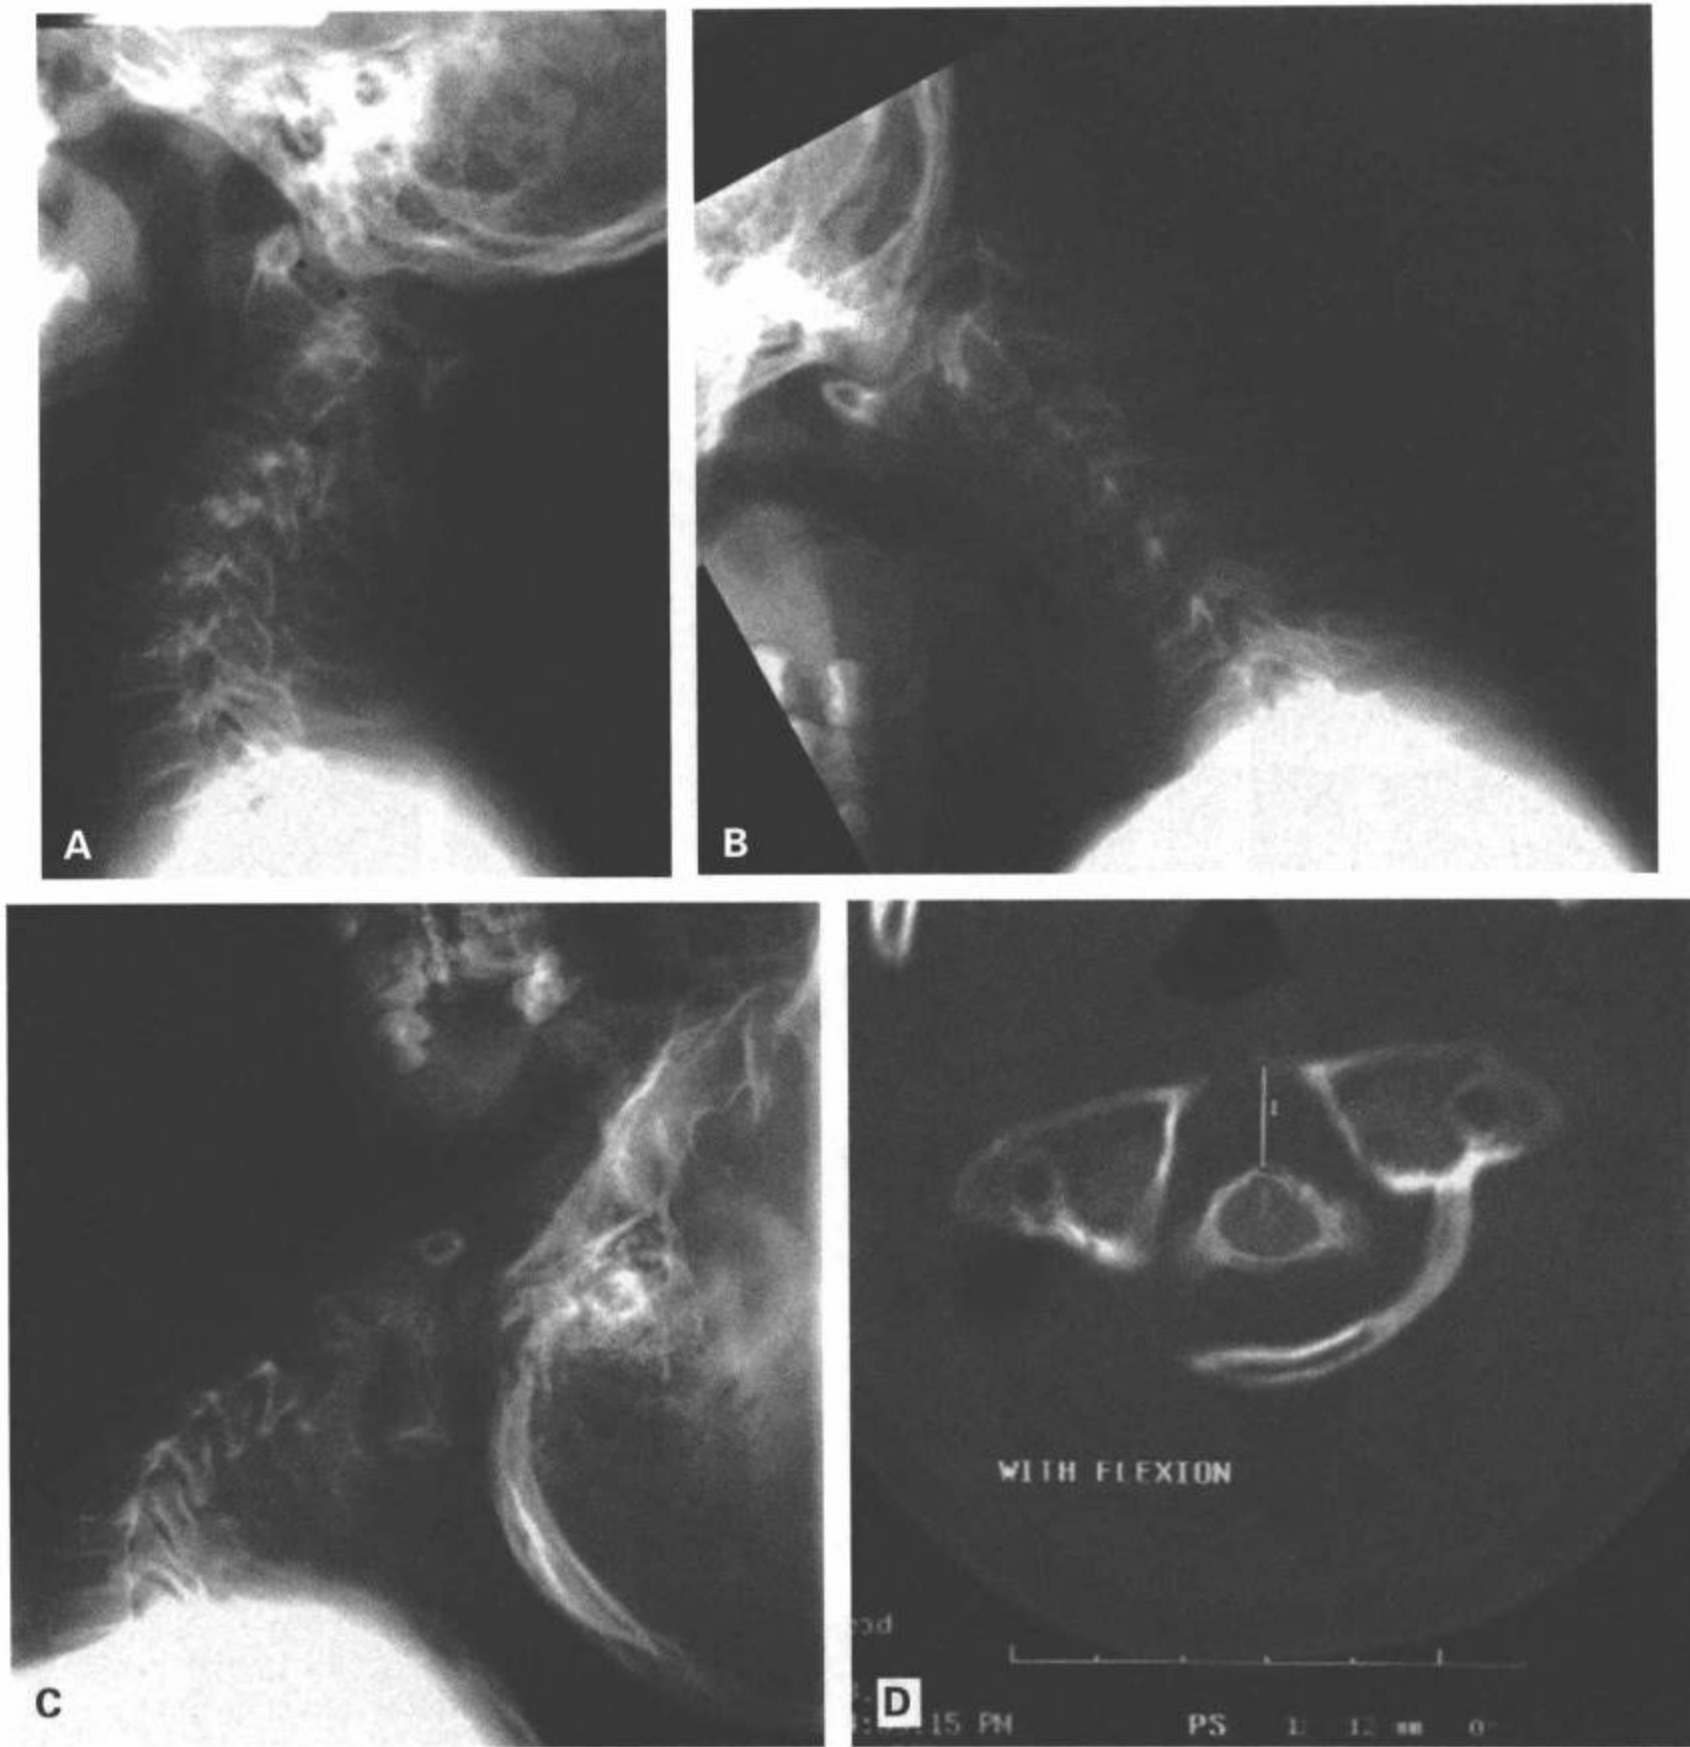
寰枢不稳定。9岁的21-三体综合症的病人。颈椎正中位(A)、屈曲(B)和伸展侧位片(C)显示齿突与C1后弓之间的前后距离明显增宽(星)。屈曲时做的CT横断面图像(D)上再次证实，C1前弓和齿突的距离(用白线标记)为约12mm。这大大地超过了儿童标准测量值的上限：5mm。
